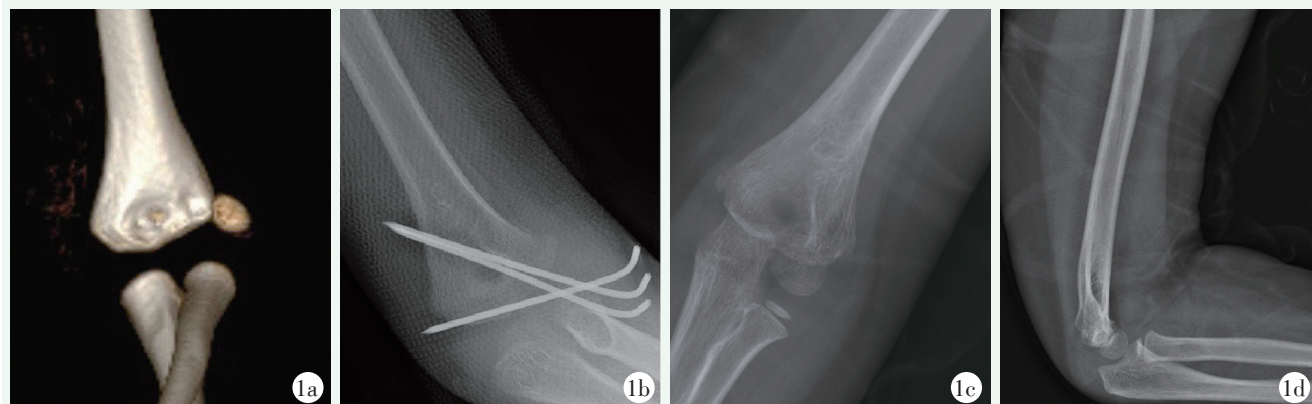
患者, 男, 7 岁, 因“摔倒伤及左肘部致肿痛伴活动受限 4 h”入院, 行镜下复位固定肱骨外髁骨折。1a: 术前 CT 证实 Jakob III 度肱骨外髁骨折; 1b: 术后 1 个月复查 X 线片示骨折愈合可; 1c, 1d: 末次随访复查 X 线片示患肢力线可。
